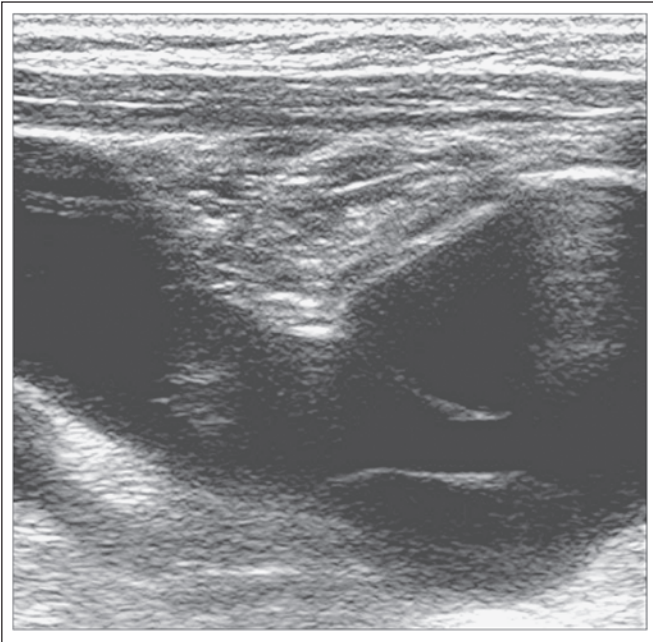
Aneurysma der Vena jugularis interna links im sonographischen Längsschnitt.
